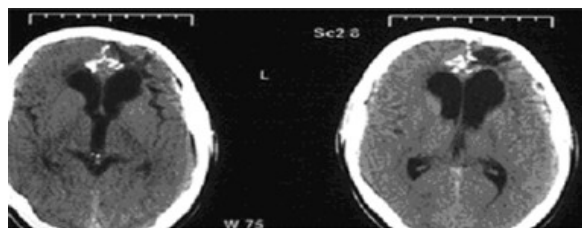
Компьютерные томограммы головного мозга пациента С. 18.02.2005 г. Очаг пониженной плотности в левой лобной области
